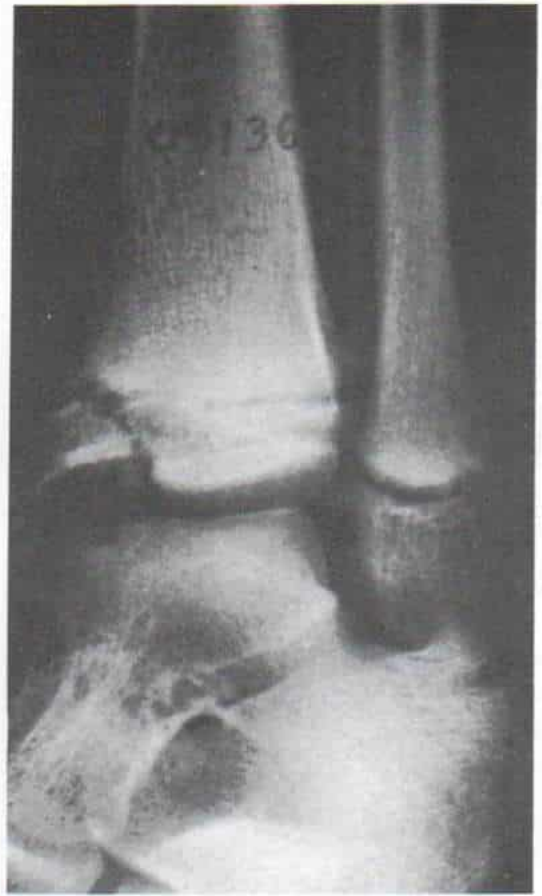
Radiografía oblicua del tobillo, en que se observa fractura en supinación-inversión de esta zona, grado 2.
